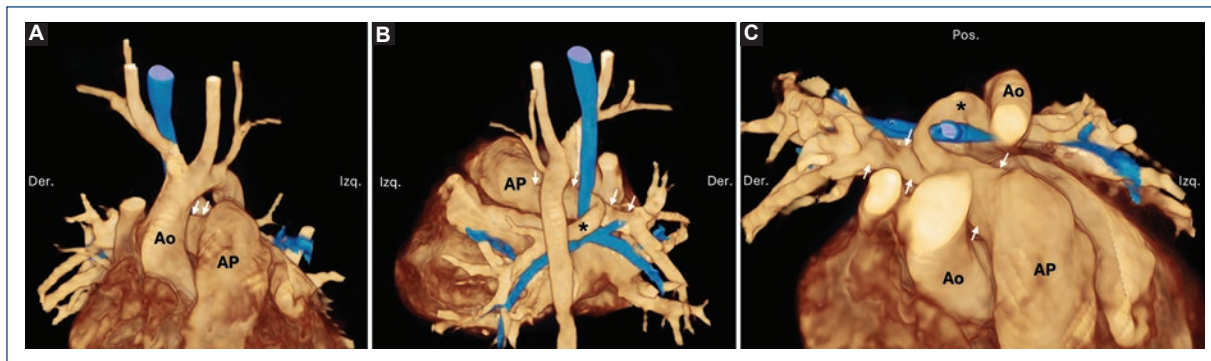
Sling* de la arteria pulmonar. Reconstrucciones volumétricas a partir de tomografía cardiaca en vista anterior (A), posterior (B) y craneal anterior con el arco aórtico seccionado (C). Paciente de 5 meses con comunicación interventricular y anillo vascular incompleto por *sling* pulmonar; la arteria pulmonar izquierda (asterisco) se origina desde la derecha (flechas) y tiene un curso posterior a la tráquea. En azul se representa la vía aérea. Ao: aorta; AP arteria pulmonar.
